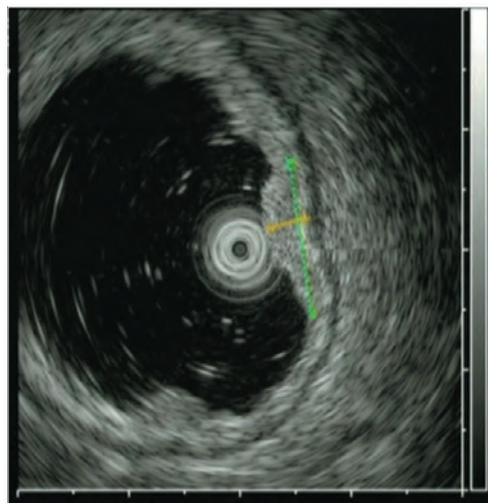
ЭУЗИ — глубина инвазии в пределах слизистой
